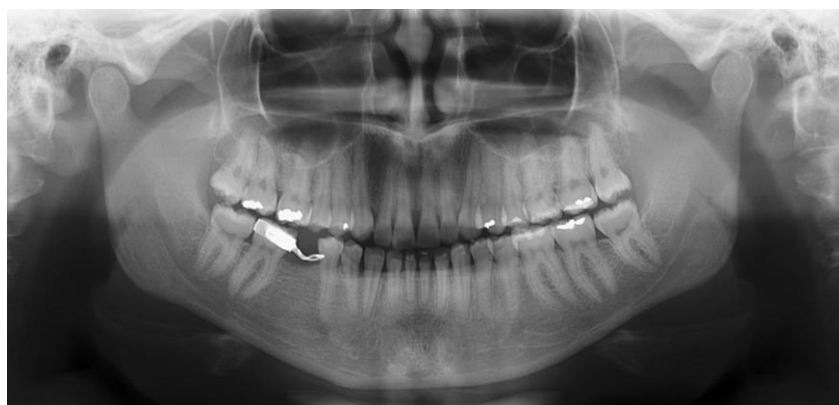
Radiografia panorâmica da paciente
